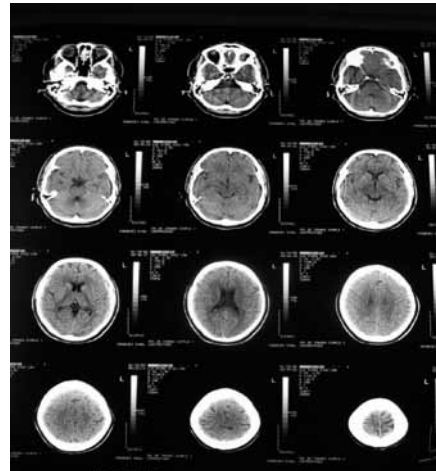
Imagen de TAC postratamiento. Nótese la desaparición de la mayor parte de la lesión quística tras el tratamiento
